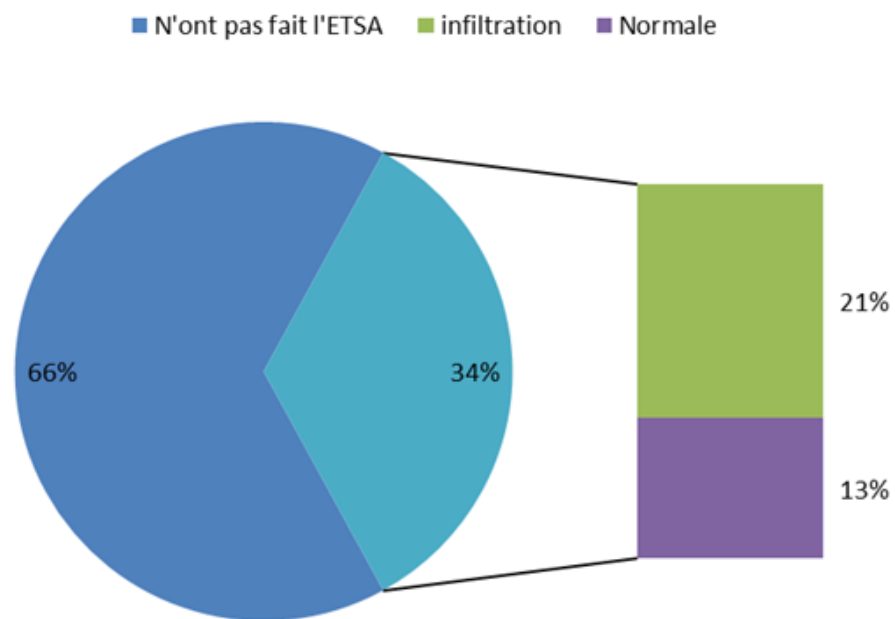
Répartition des malades victimes d'AVCI selon les données de l'échographie des troncs supra aortiques
